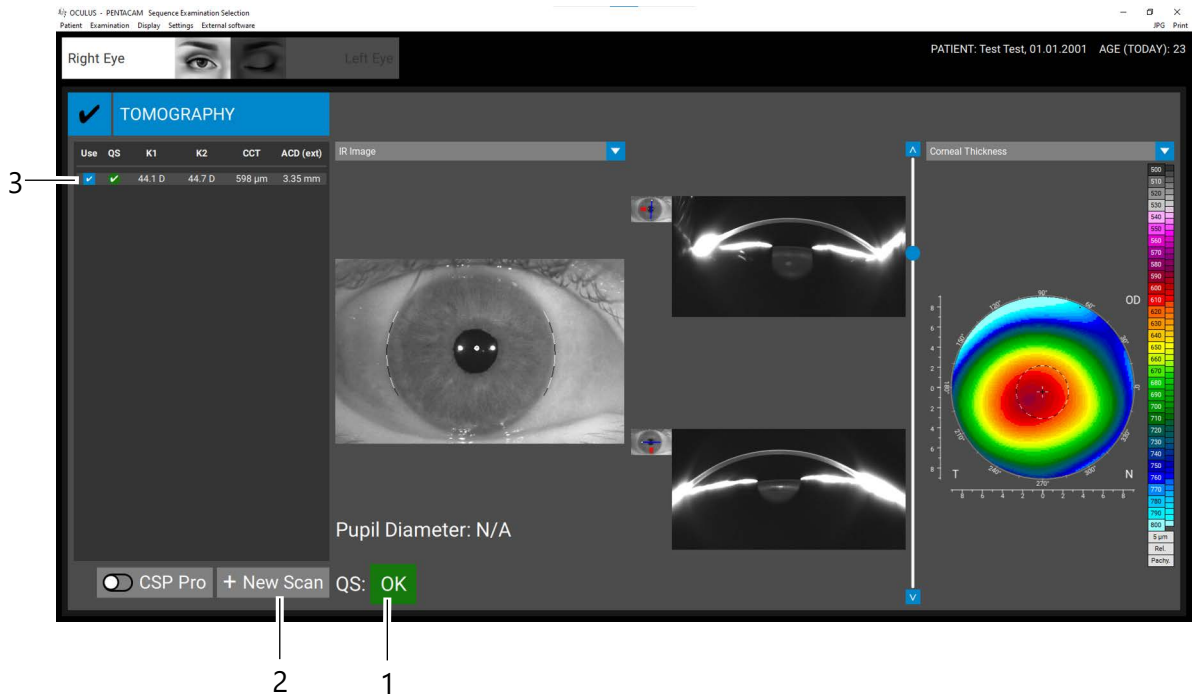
Affichage des résultats de la tomographie
